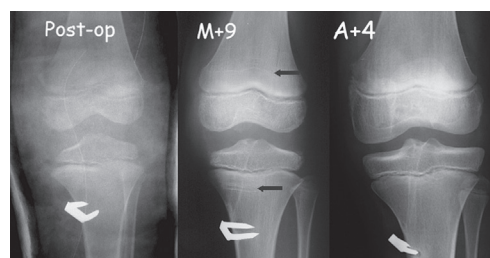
Radiographie postopératoire, à 9 mois et 4 ans de recul d'une reconstruction du LCA.
